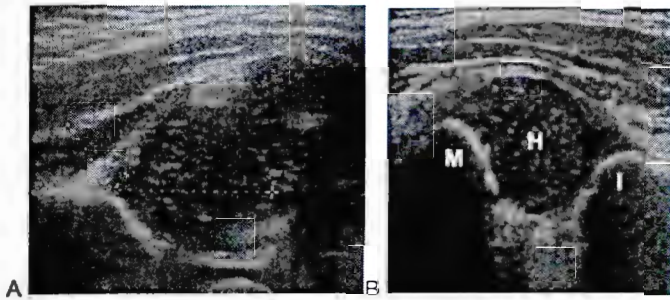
A. Medición ultrasonografía de ángulos alfa y beta con imagen de cadera subluxada. B. M tejido muscular, H cabeza femoral, I borde inferointerno del ala iliaca
